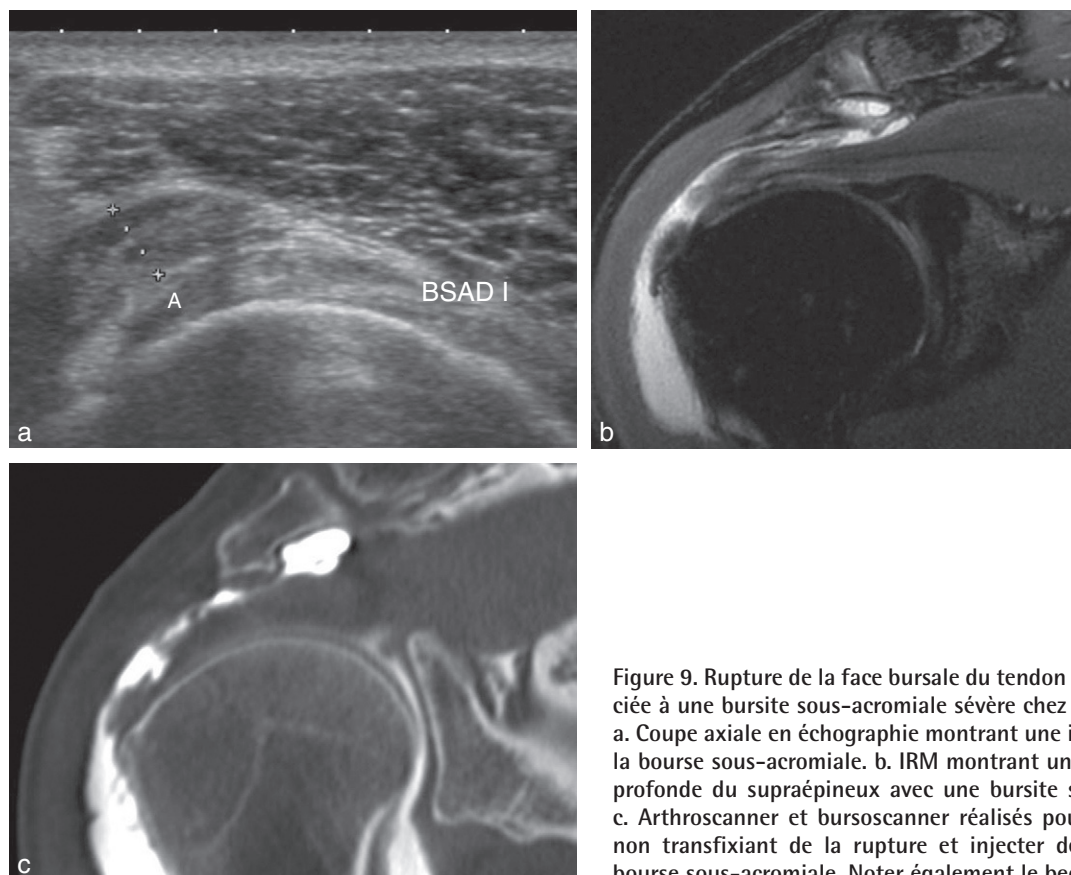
Rupture de la face bursale du tendon du supraépineux associée à une bursite sous-acromiale sévère chez une femme de 55 ans. a. Coupe axiale en échographie montrant une importante synovite de la bourse sous-acromiale. b. IRM montrant une rupture cratériforme profonde du supraépineux avec une bursite sous-acromiale sévère. c. Arthroscanner et bursoscanner réalisés pour vérifier le caractère non transfixiant de la rupture et injecter des corticoïdes dans la bourse sous-acromiale. Noter également le bec acromial.
